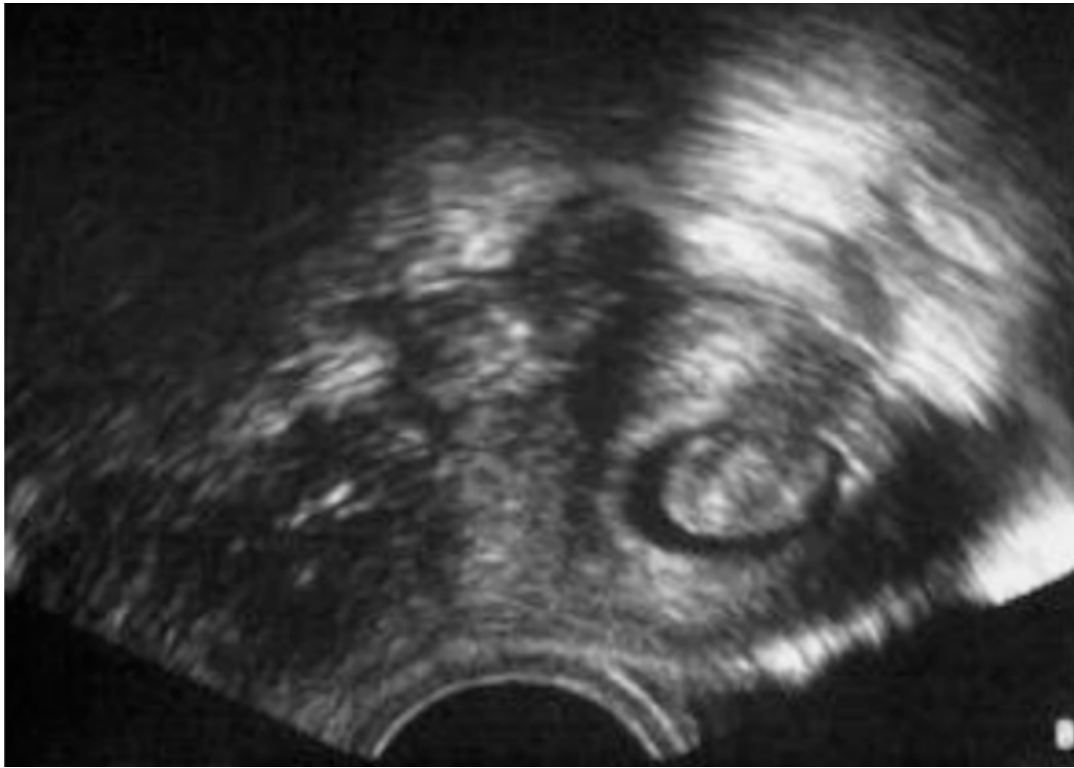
Ultrasound of a submucosal leiomyoma
